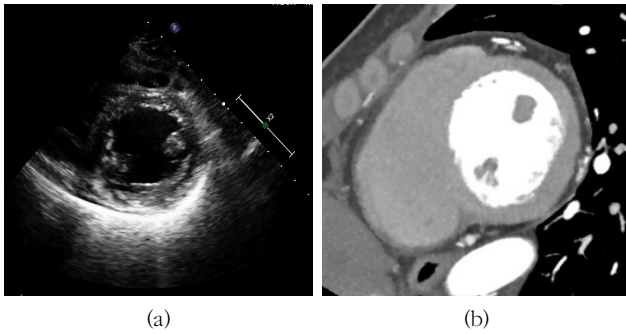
(a) parasternal short axis view at papillary muscle level by echocardiography (b) cardiac short axis view at papillary muscle level by cardiac CT
